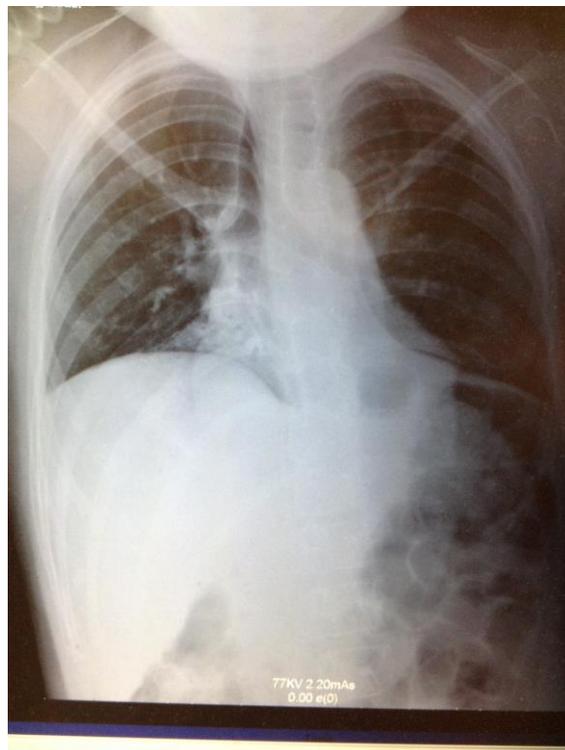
Radiografía de tórax con infiltrado micronodular derecho de predominio basal.
